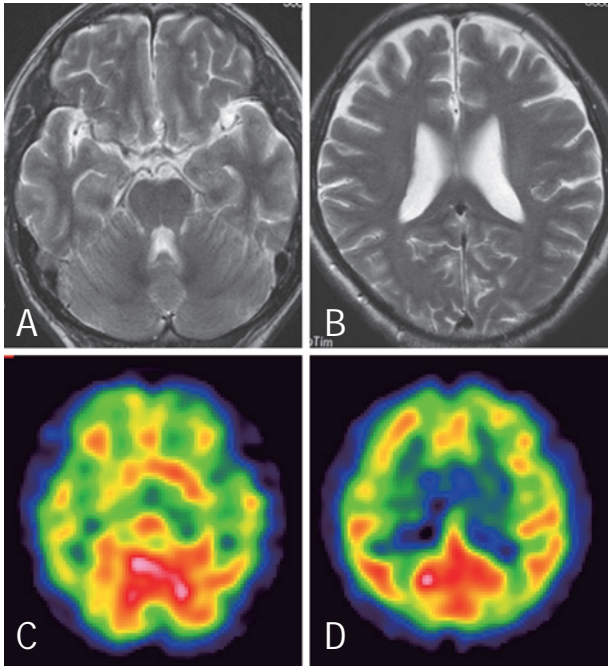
MR (A, B) and SPECT (C, D) images for patient 1. MR images (TR 4,000; TE 81) showed mild atrophy of the bilateral frontal lobes and SPECT images demonstrated reduced uptake in the bilateral frontal and temporal lobes, predominantly on the left side. MR, magnetic resonance; SPECT, ^{99m}Tc-ethylcysteinate dimer single photon emission tomography
